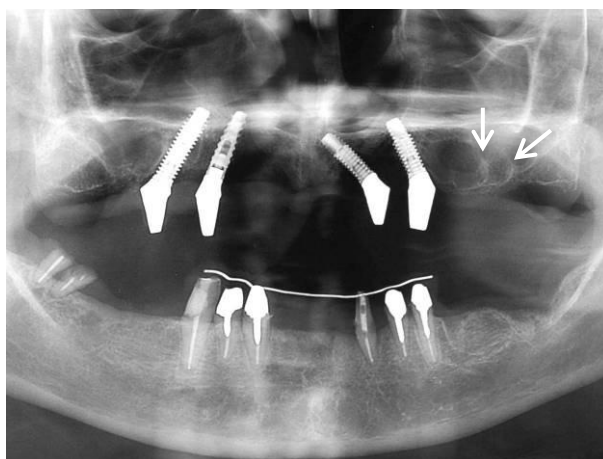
8. Radiografie panoramică ce ilustrează sinus maxilar cu 2 septuri.
